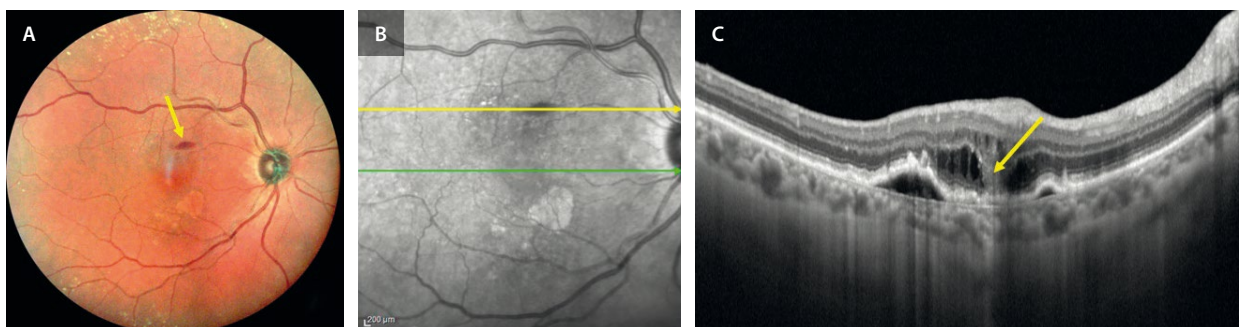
La retinografía (A) muestra una hemorragia (hemorragia centinela) que se ve como hiporreflectiva en la imagen cercana a la infrarroja (B), coincidiendo en la tomografía de coherencia óptica (C) con la hiperreflectividad vertical en capas medias (flecha amarilla) que representa una membrana neovascular intrarretiniana de tipo 3 con fluido intrarretiniano y desprendimiento del epitelio pigmentario de la retina asociado.
